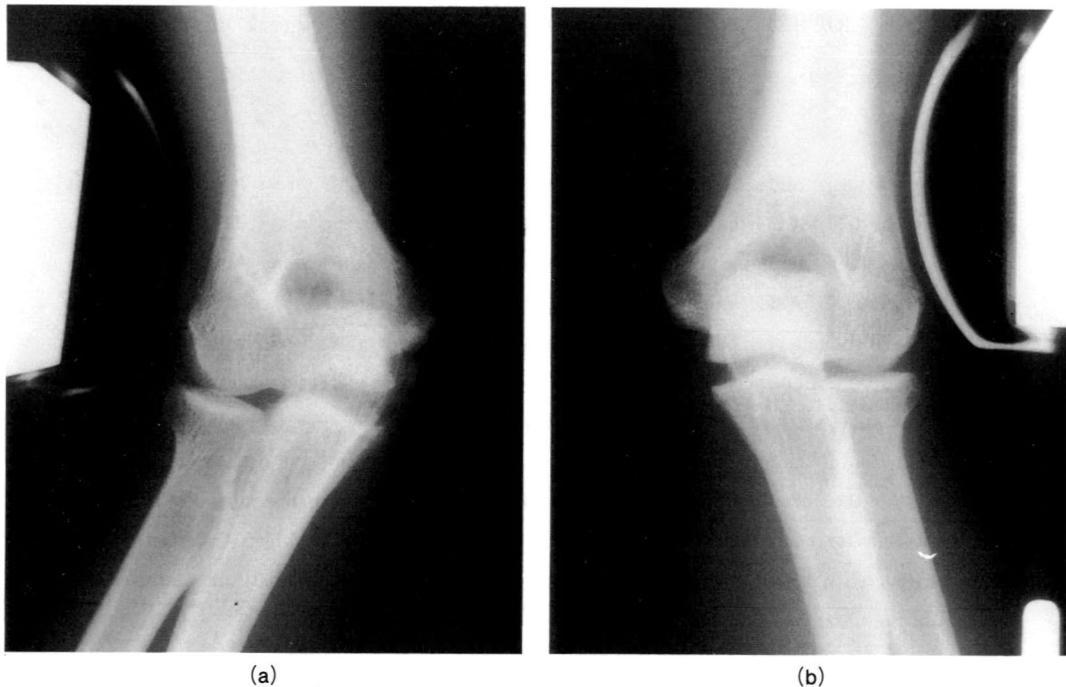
Preoperative valgus-stress radiographs of bilateral elbow in 30 degrees of flexion with a force of 10 Kp, demonstrated marked laxity of the right elbow. The humero-ulnar angle of the right elbow was 34 degrees (a), compared to 20 degrees for the left elbow (b).
